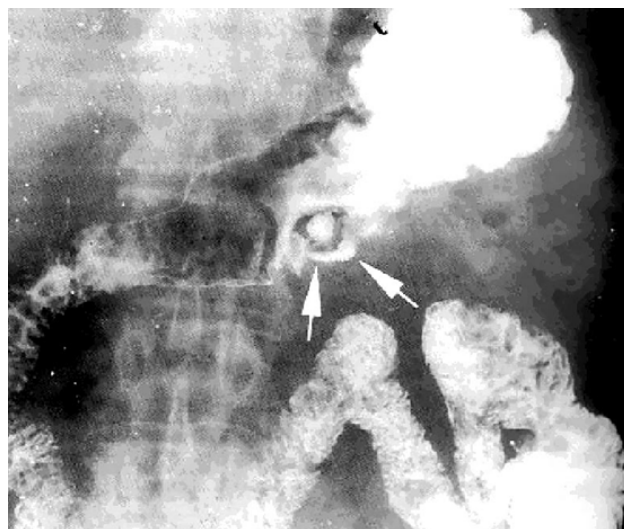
Рентгенологическая картина при малигнизации язвы
